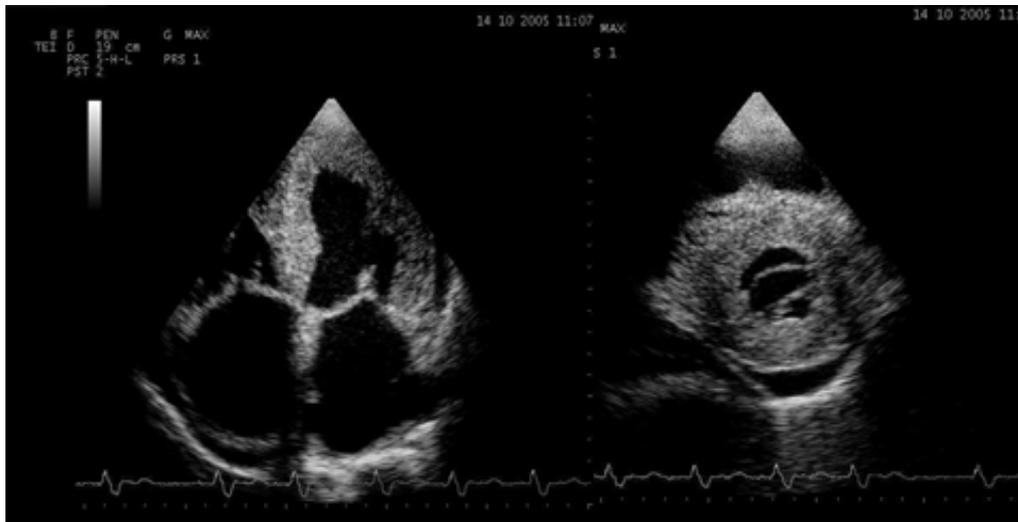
Echocardiographie en cardiomyopathie restrictive (amyloïdose)
